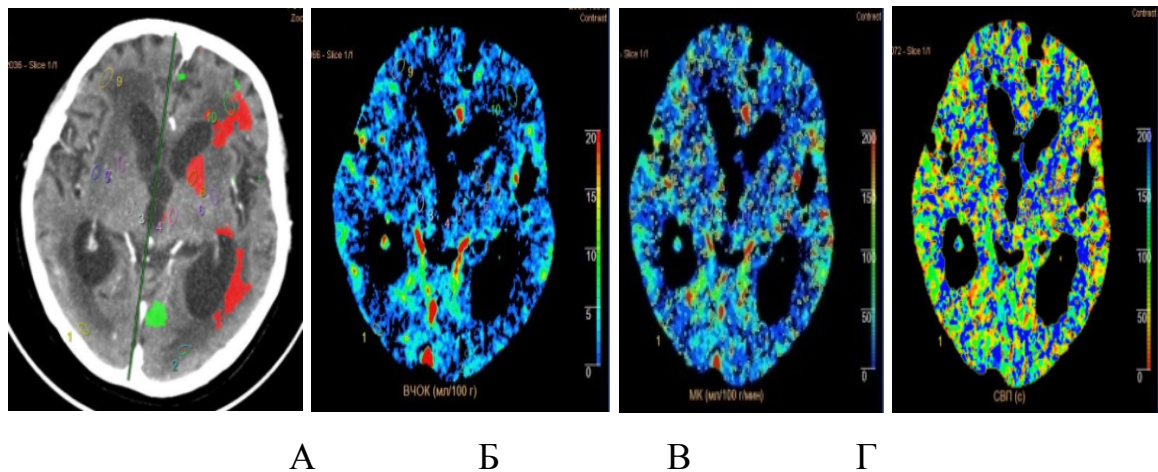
Перфузионная СКТ пациентки О., исследование выполнено на уровне базальных ядер. Картирование зон сниженного ВЧОК (отмечено зеленым) и сниженных ВЧОК и МК (отмечено красным) в левом полушарии (А). Области измерения значений ВЧОК, МК и СВП: 3,4 — таламусы; 7,8 — головка хвостатого ядра; 9,10 — кора лобных долей; ВЧОК — карта (Б). МК — карта (В). СВП — карта (Г)
